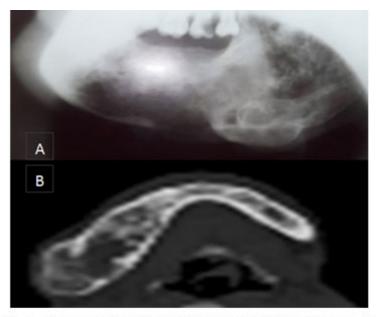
A. Rx de vista lateral oblicua de la hemimandíbula derecha. Obsérvese que la lisis ósea afectó tanto al cuerpo como a la rama. B. Imagen de tomografía donde se aprecia extensión tumoral en la hemimandíbula derecha desde la rama hasta la zona parasinfisaria.
